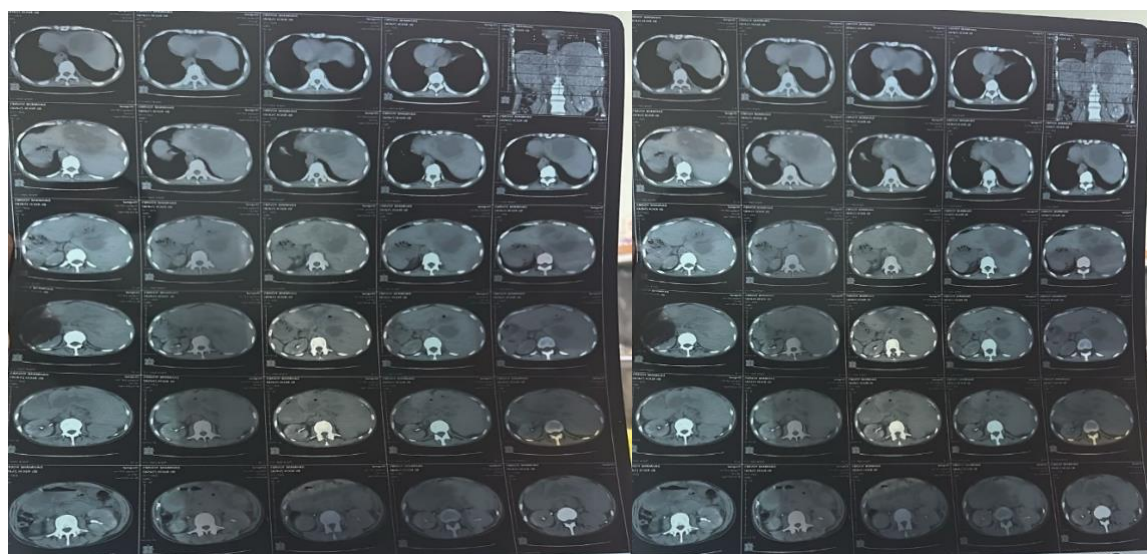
TDM abdomino-pelvienne : collection multiloculaire communiquant entre les segments 1, 2, 3, 4, 8; la plus volumineuse mesure $\sim 95 \times 84$ mm.
